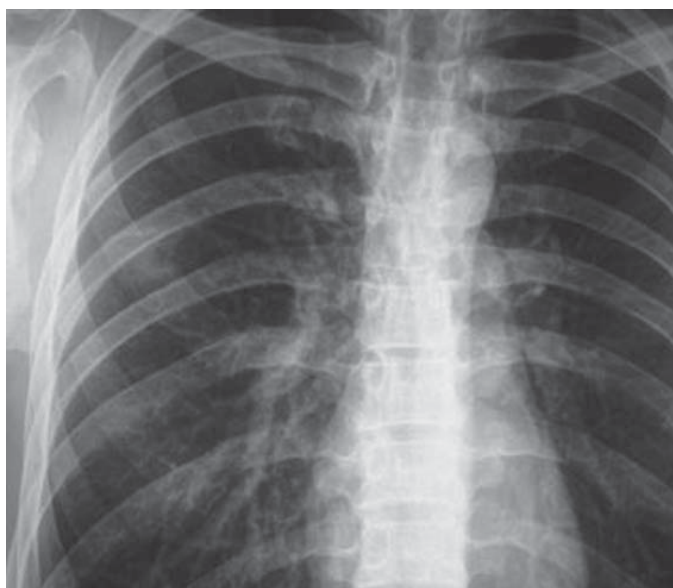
Рентгенологічне обстеження легень (рентгенографія) через 5 днів лікування Лефлосином (31.03.10)
